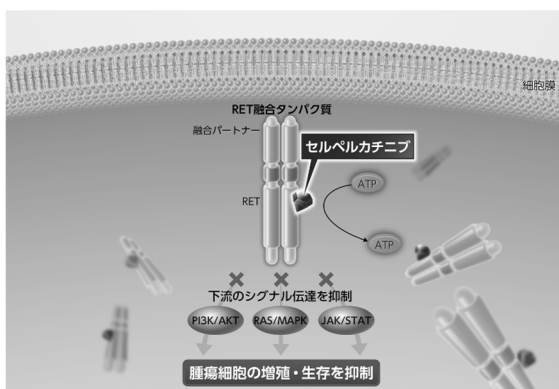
図 RET融合遺伝子陽性 NSCLC 及び TC における作用機序
